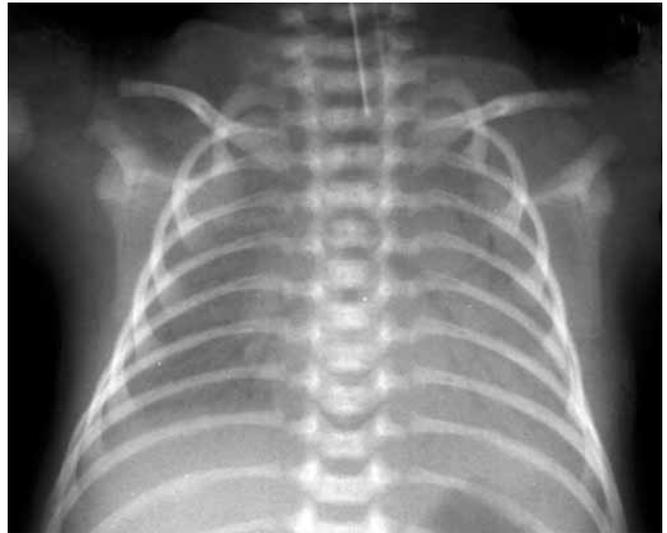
Хворий С., 6 днів. Рентгенограма при масивних крововиливах з симптомом «повітряної бронхограми»
